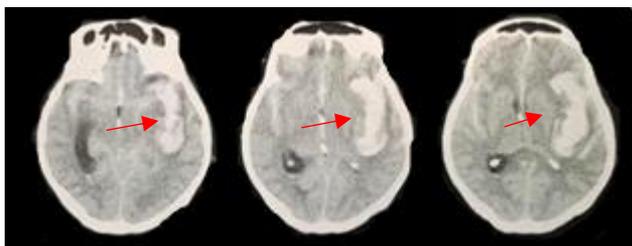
Imagem da tomografia computadorizada do crânio sem contraste, que mostra sinais de hemorragia meníngea (Fisher IV).
